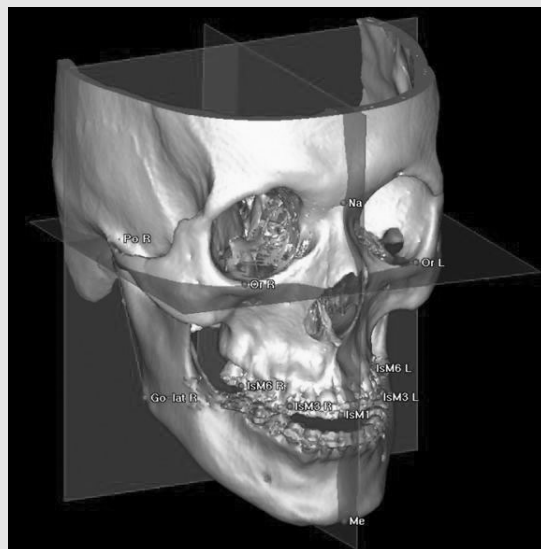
The FH plane is the most appropriate horizontal reference plane in evaluation of occlusal cant on 3D-CT21. Three dimensional analysis for facial asymmetries includes upper midline deviation, maxilla canting (canine, first molar mesial cusp), arch form discrepancy, Go to midsagittal plane, ramus height, frontal ramus inclination, and Me deviation.
